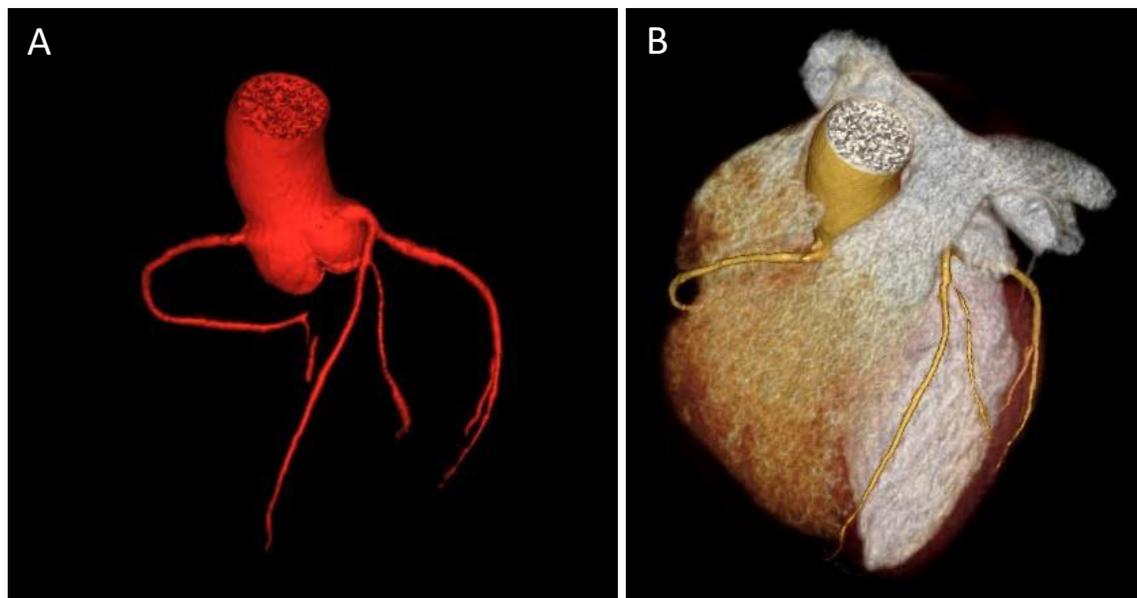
(A) TC com reconstrução 3D e renderização de volume da raiz aórtica e da árvore arterial coronariana. (B) TC com reconstrução 3D e renderização de volume do coração e da árvore coronariana.
